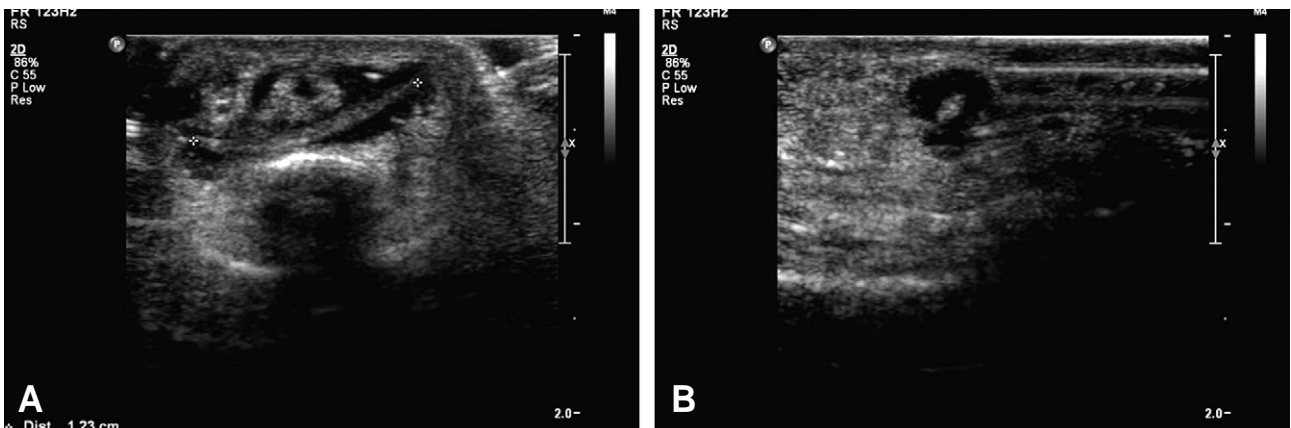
Ultrasonographic findings of the right hand. (A) Long axis and (B) short axis 123 Hz image obtained over the fifth finger proximal interphalangeal joint area reveal the main signs of 1.2 cm sized longitudinal foreign body, including a hyperechoic leading edge and obscuration of trailing edge by acoustic shadowing.
